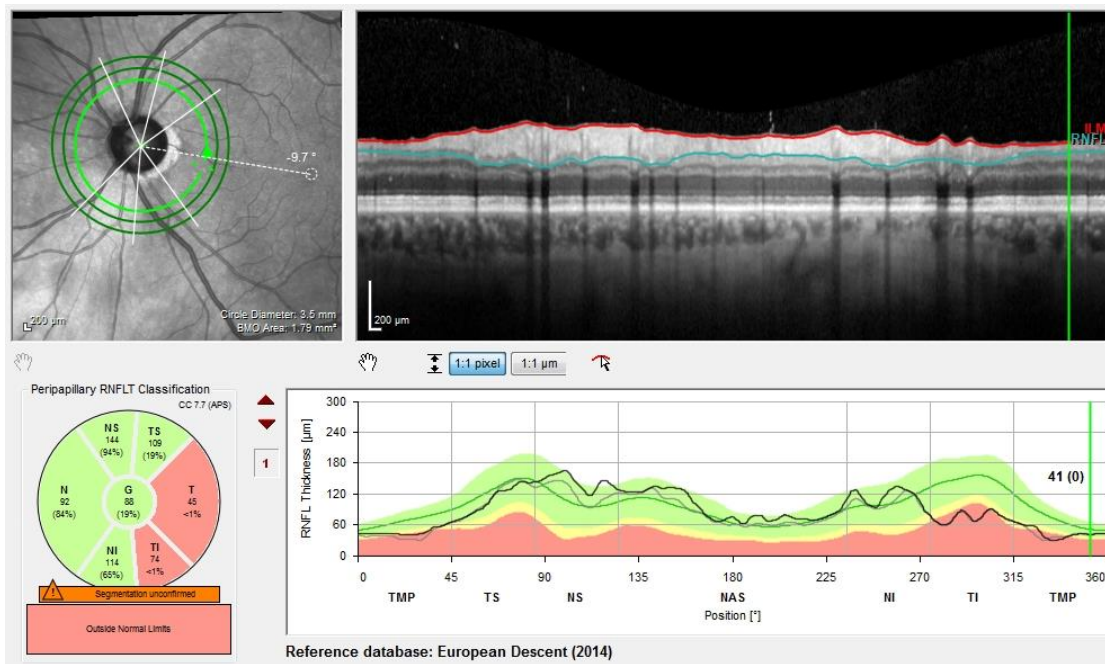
Tomografia de coerência óptica (OCT) de OE de 16 de janeiro de 2020.
